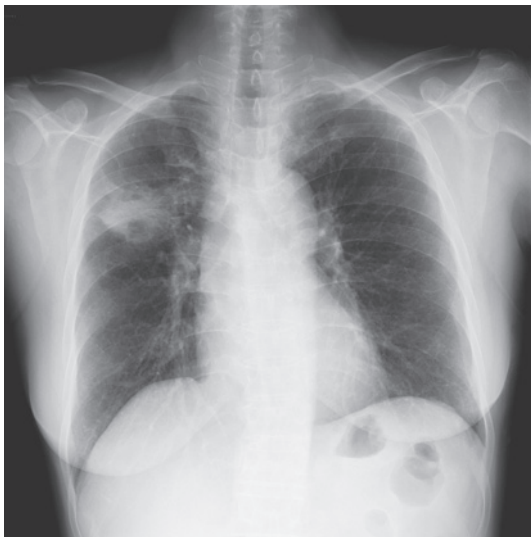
Chest radiograph shows a large area of consolidation with a cavity in the right upper lobe.
